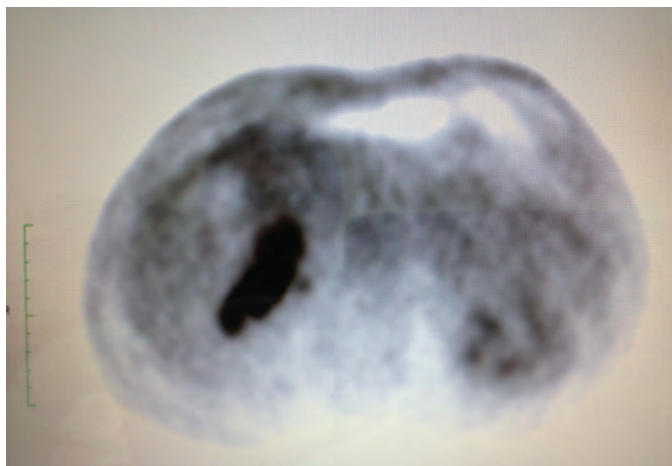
PET. Metastases in the apex of the right lung and in the projection of the ribs.
